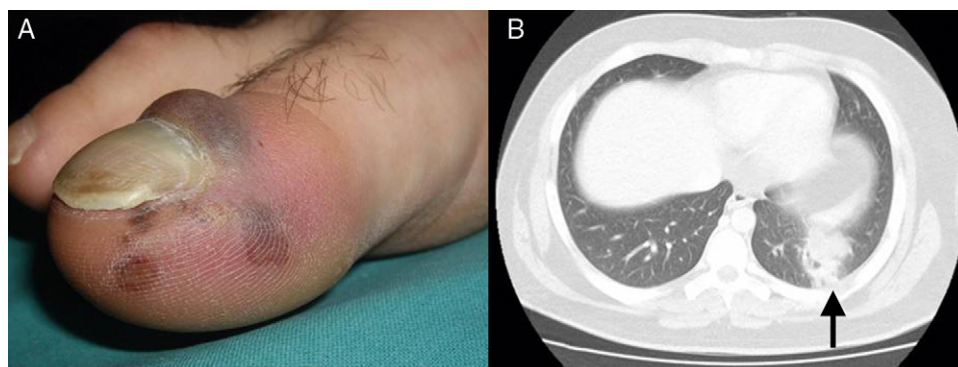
A. Lesiones cutáneas. B. TAC con neumonía necrotizante.
